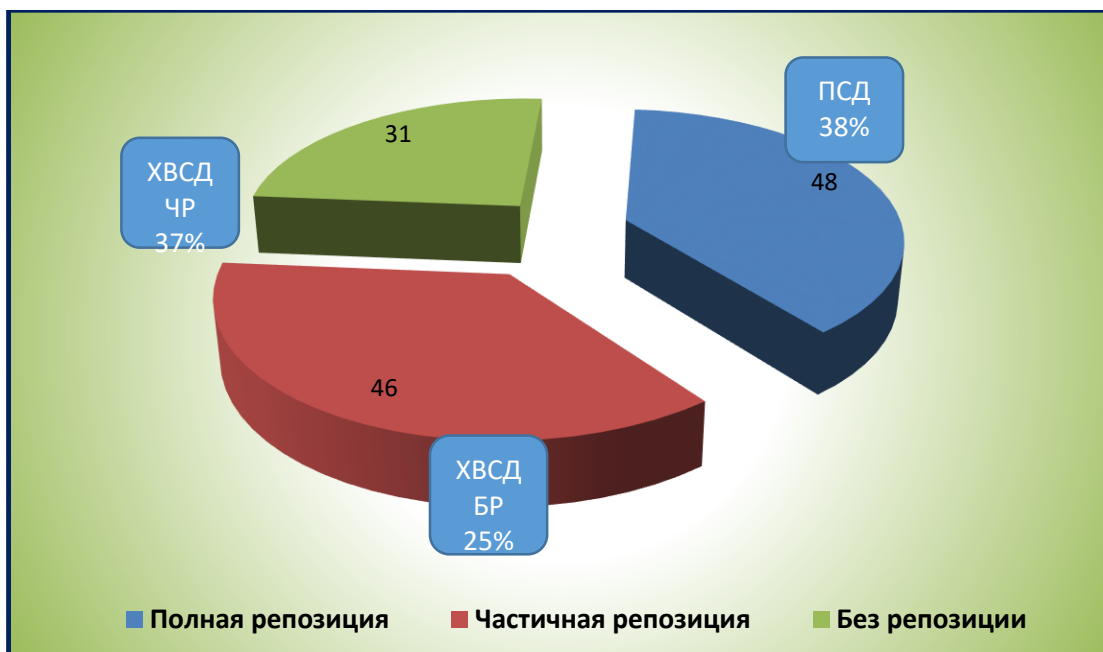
Количество пациентов в процентном отношении различных исходных степеней смещения суставного диска до начала II этапа лечения подвывихом (ПВД) и хроническим вывихом суставного диска ВНЧС с частичной репозицией (ХВСД ЧР) и без репозиции (ХВСД БР) суставного диска по данным МРТ и УЗ-исследования
